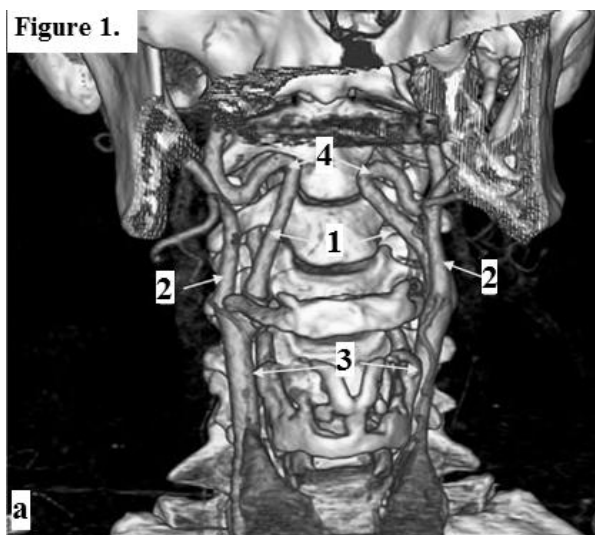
CT of extracranial arteries with contrast enhancement (3D reconstruction). 1 - internal carotid artery; 2 - external carotid artery; 3 - common carotid artery; 4 - deformed portion of the ICA
